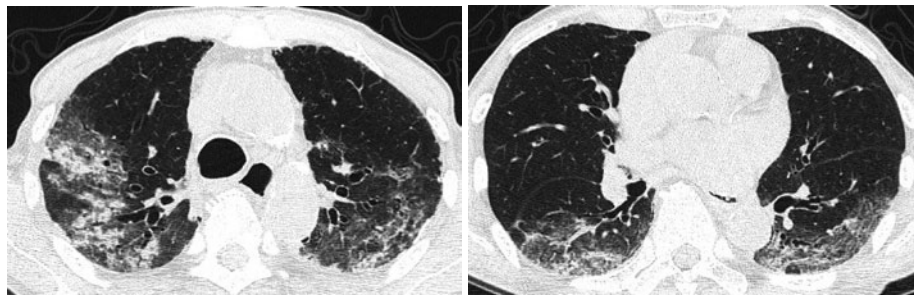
Chest CT scans show improved abnormal shadows one month after discontinuation of dabigatran etexilate.
